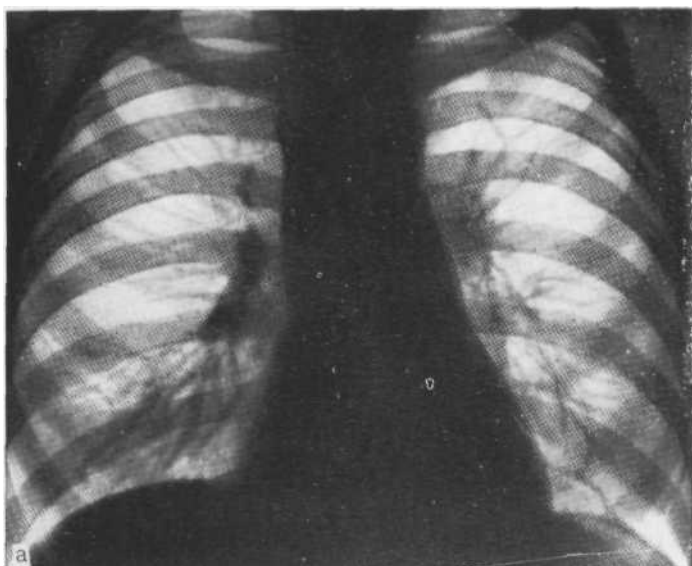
Обзорная рентгенограмма (а) и боковая томограмма (б). Усиление рисунка в проекции V сегмента справа. На томограмме однородное затемнение этого же сегмента. В последующем отмечено полное рассасывание.
